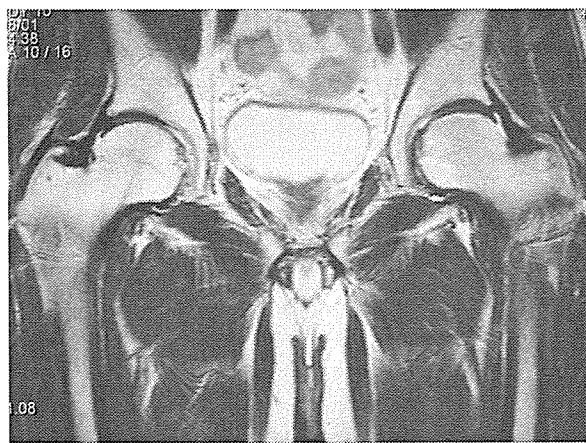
発症後5ヶ月のMRI、T2強調画像。びまん性の high intensity area は消失し、骨頭荷重面の T1 low intensity area に一致して high intensity area が認められた。
